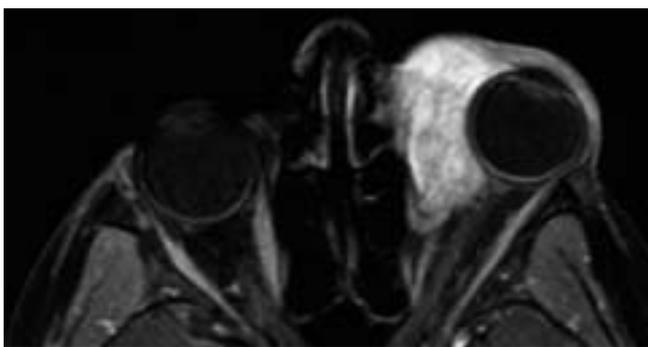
Rhabdomyosarcome. IRM, coupe axiale en pondération axiale T1 FatSat après injection de gadolinium : tuméfaction apparue en un mois chez un enfant de 11 ans révélant une masse intra- et extra-conique gauche avec exophtalmie de grade II.
